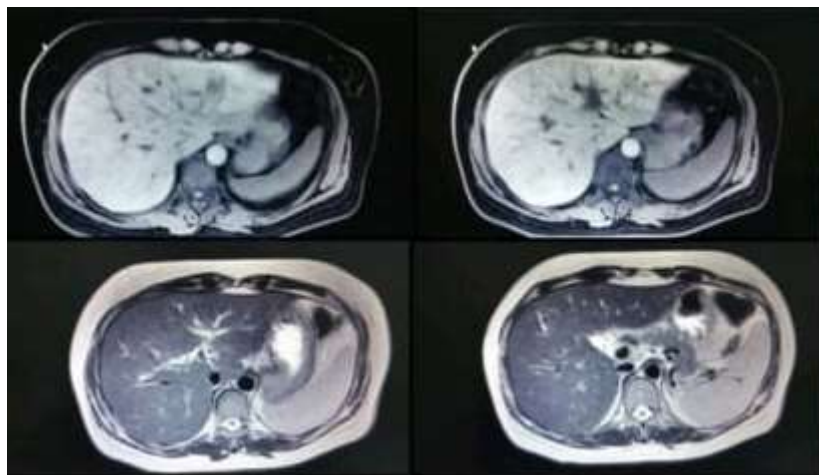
Colangiorresonancia
